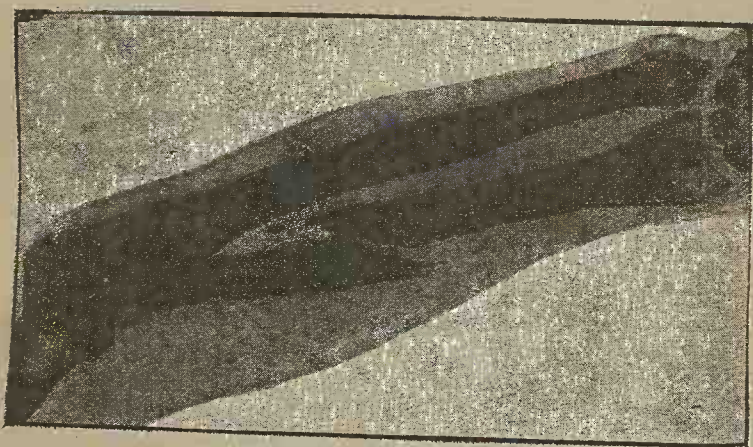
Fractura corpului radiului către treimea superioară. Radiografie (personală).
